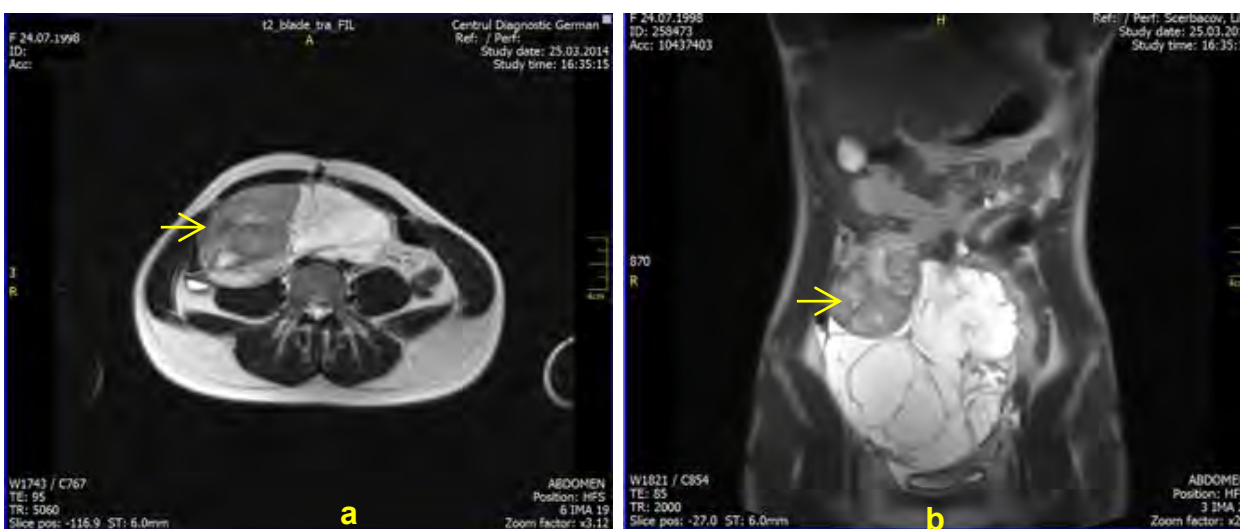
IRM (T2W) (a) proiecție axială (b) proiecție frontală: formațiune multicamerală gigantică (200x165x90 mm) cu component solid (→)
